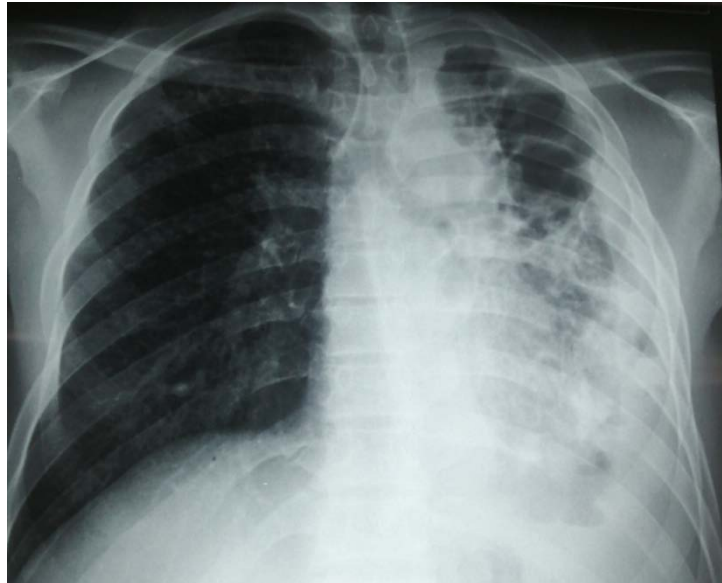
Radiographie thoracique montrant une pleurésie enkystée gauche associée à des lésions parenchymateuses de la tuberculose dont le LSG était totalement détruit à la décortication pleurale nécessitant la réalisation de la pneumoectomie gauche.
